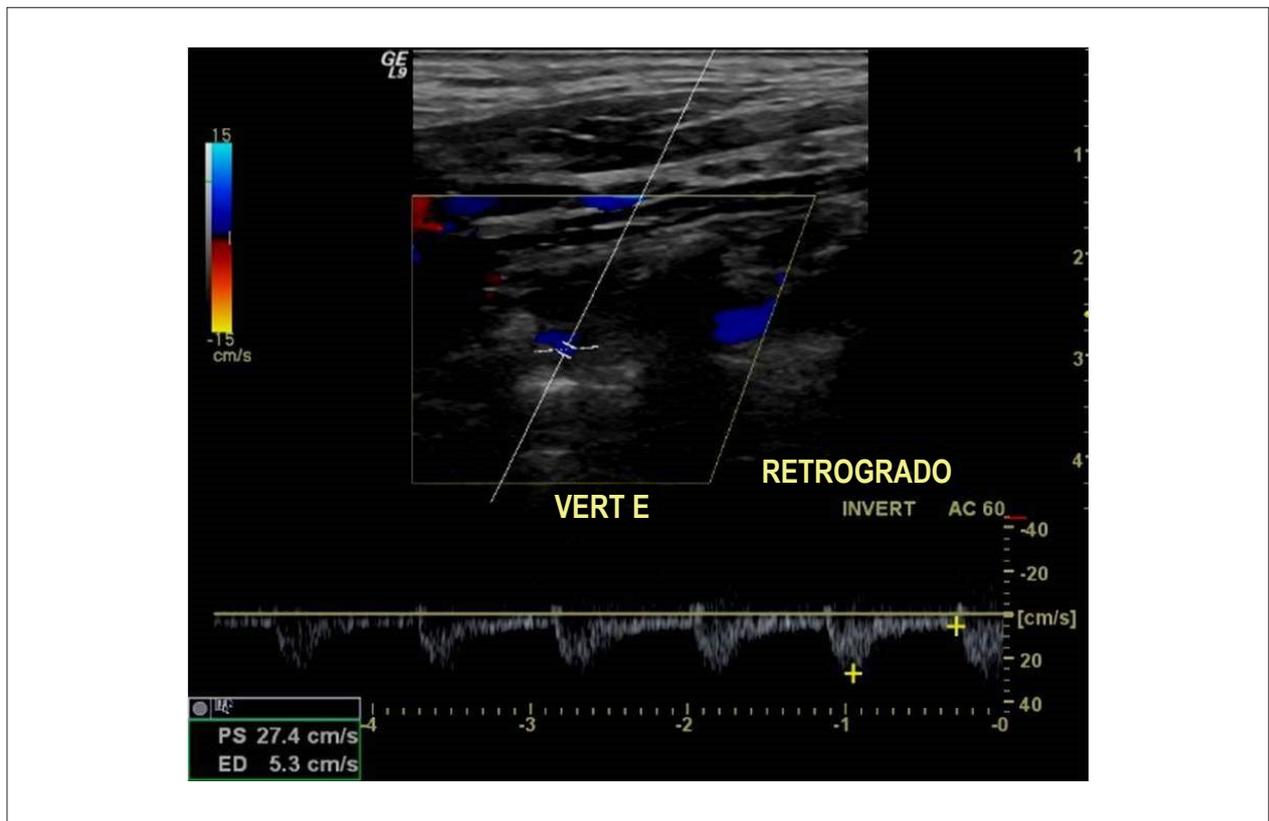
Doppler espectral (PW) da artéria vertebral esquerda mostrando inversão completa do fluxo sanguíneo, compatível com roubo tipo 3 (completo).<sup>15</sup>
